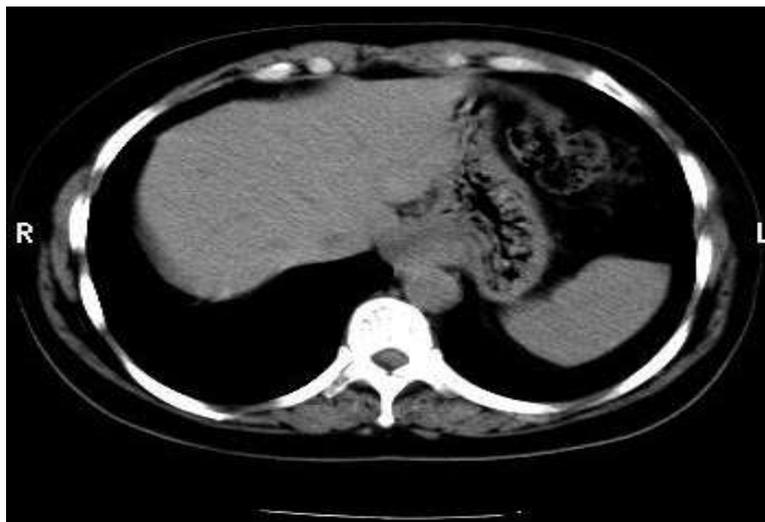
TC de tórax, evidenciando espessamento da cárdia e extensão para os planos adiposos adjacentes.
